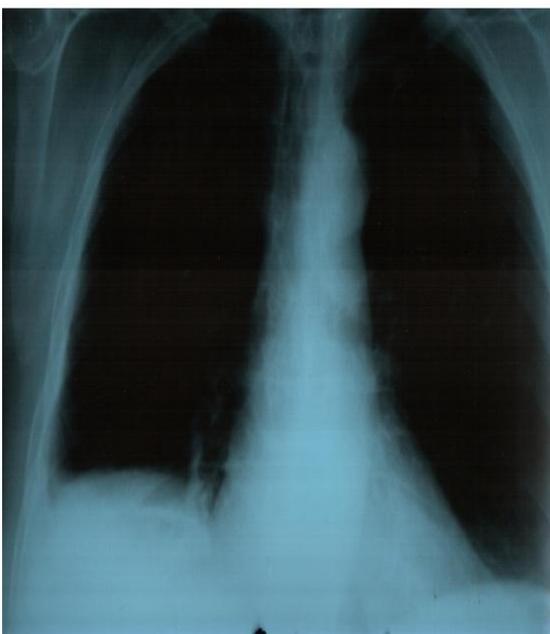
Обзорная рентгенография органов грудной клетки. Малый гидроторакс справа.
